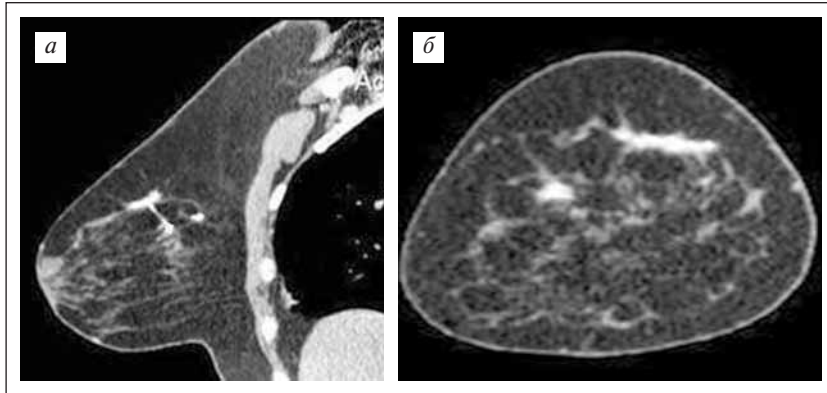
МСКТ-маммограммы в сагиттальной (а) и фронтальной (б) проекции (венозная фаза контрастирования). Участки накопления контрастного вещества в верхних квадрантах молочной железы указывают на наличие злокачественных образований
